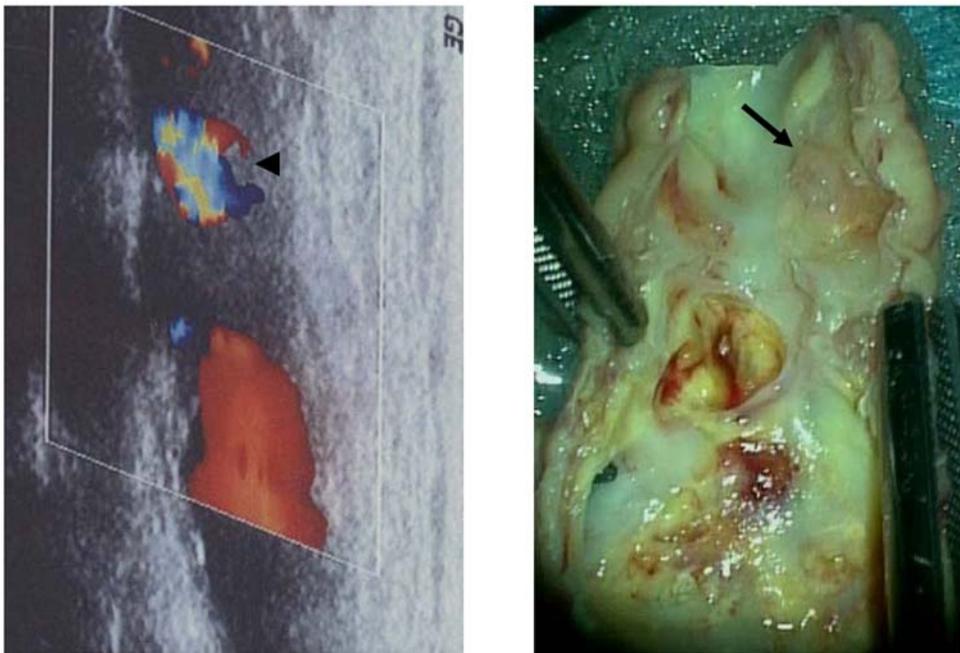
頸動脈狭窄症の超音波 Duplex 画像（左）と実際の組織（右）
